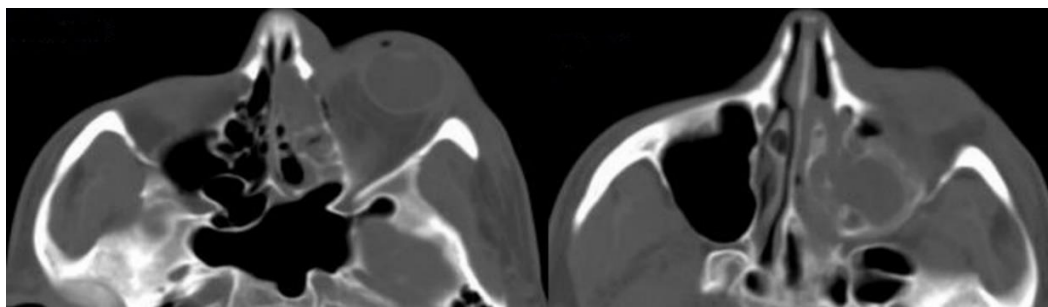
КТ околоносовых пазух пациента Ш., 32 лет, при поступлении в стационар в аксиальной проекции
